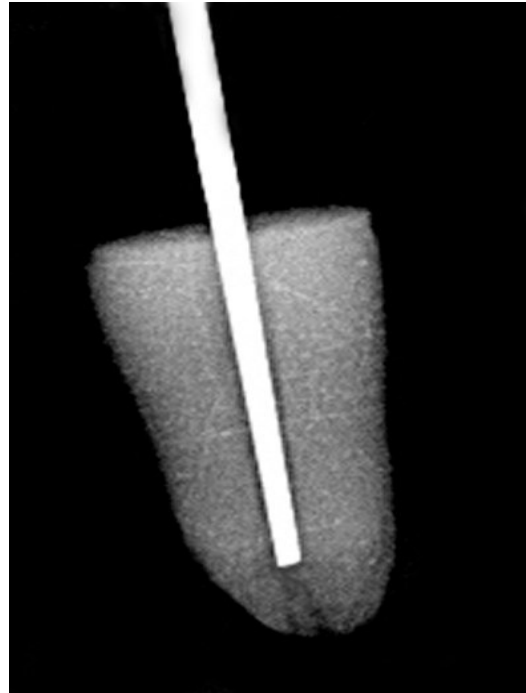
Röntgenkontrolle der Spreaderposition im Wurzelkanallumen
